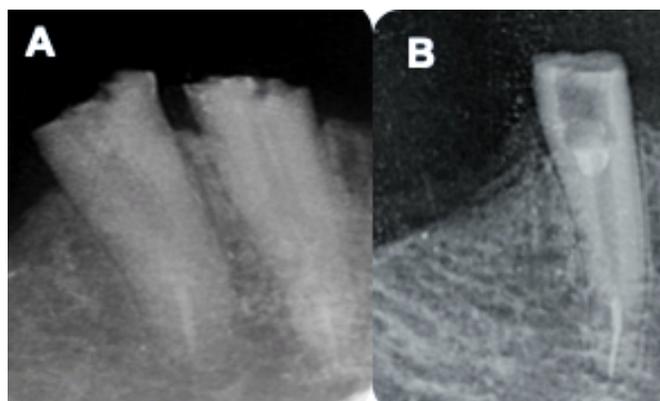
A) Radiografía periapical de las piezas dentarias 4.4 y 4.3: desobturación de conductos. B) Radiografía periapical de la pieza dentaria 3.4: desobturación de conducto
